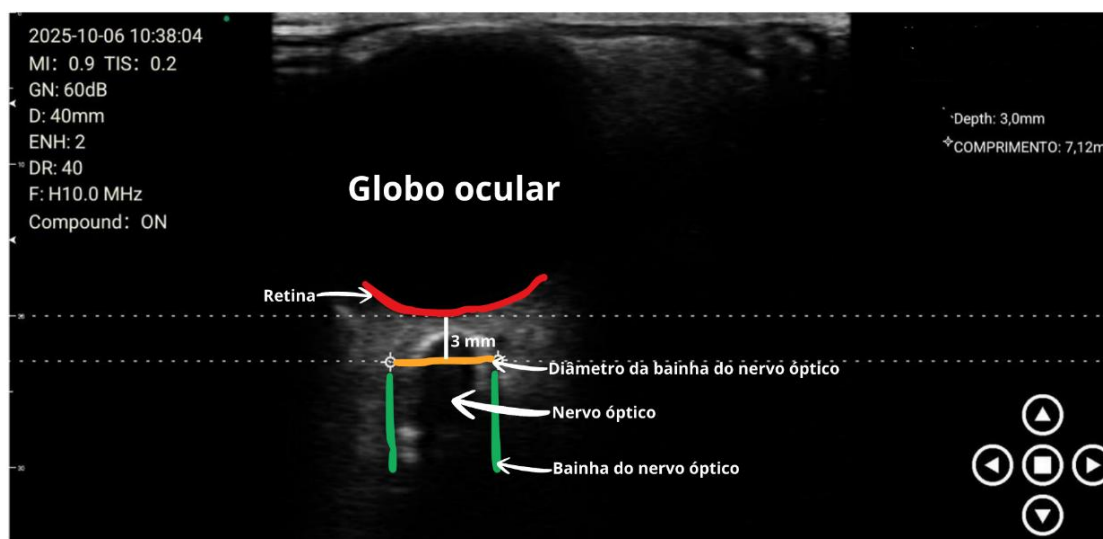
Imagem do diâmetro da bainha do nervo óptico avaliada por ultrassonografia. São Cristóvão. 2026.
